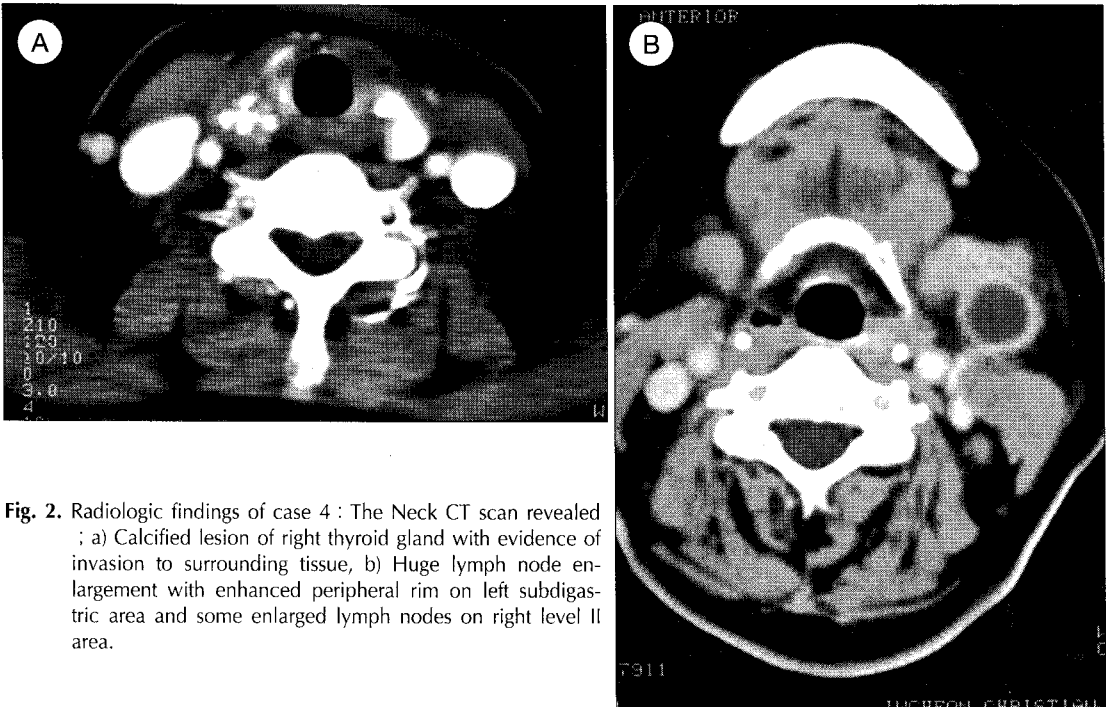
Radiologic findings of case 4 : The Neck CT scan revealed ; a) Calcified lesion of right thyroid gland with evidence of invasion to surrounding tissue, b) Huge lymph node enlargement with enhanced peripheral rim on left subdiaphragmatic area and some enlarged lymph nodes on right level II area.
